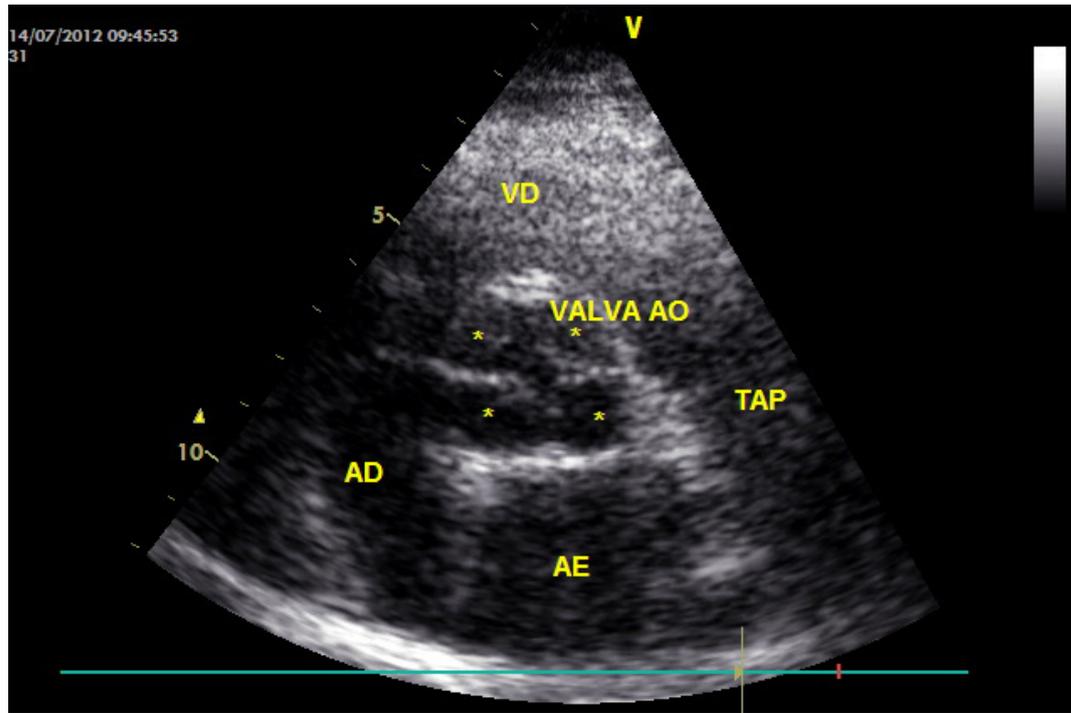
Valva aórtica quadricúspide - Corte Paraesternal transverso ao ecocardiograma transtorácico.
